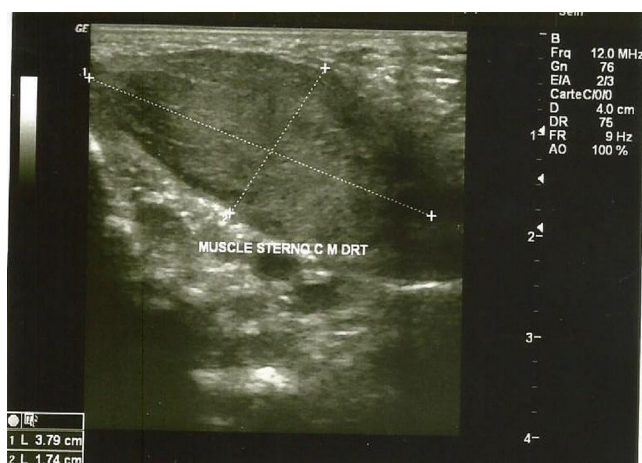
Coupe échographique longitudinale du cou montrant un épaississement fusiforme du muscle sternocléidomastoïdien (SCM)
